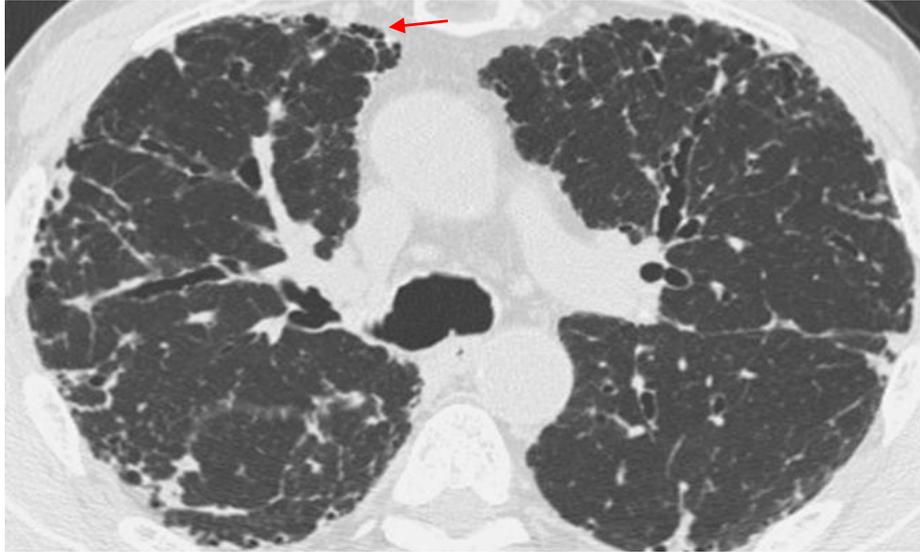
A y B) La TC de tórax muestra un severo engrosamiento pleural y subpleural con cambios fibróticos moderados en el parénquima marginal. Nótese la existencia de bronquiectasias por tracción. Imágenes tomadas del estudio de Picciuchi et al.
